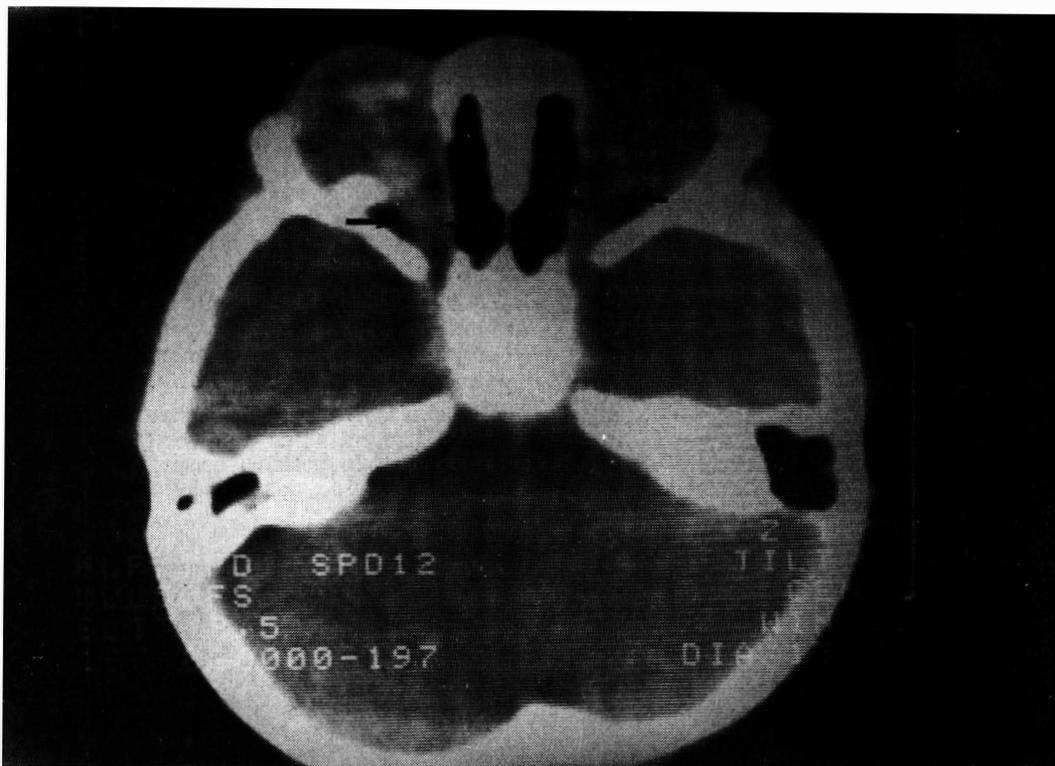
CT-scan do mesmo paciente da fig. 1 comparando-se a espessura do nervo óptico (normal) do olho direito com o nervo óptico (comprometido) do olho esquerdo.
